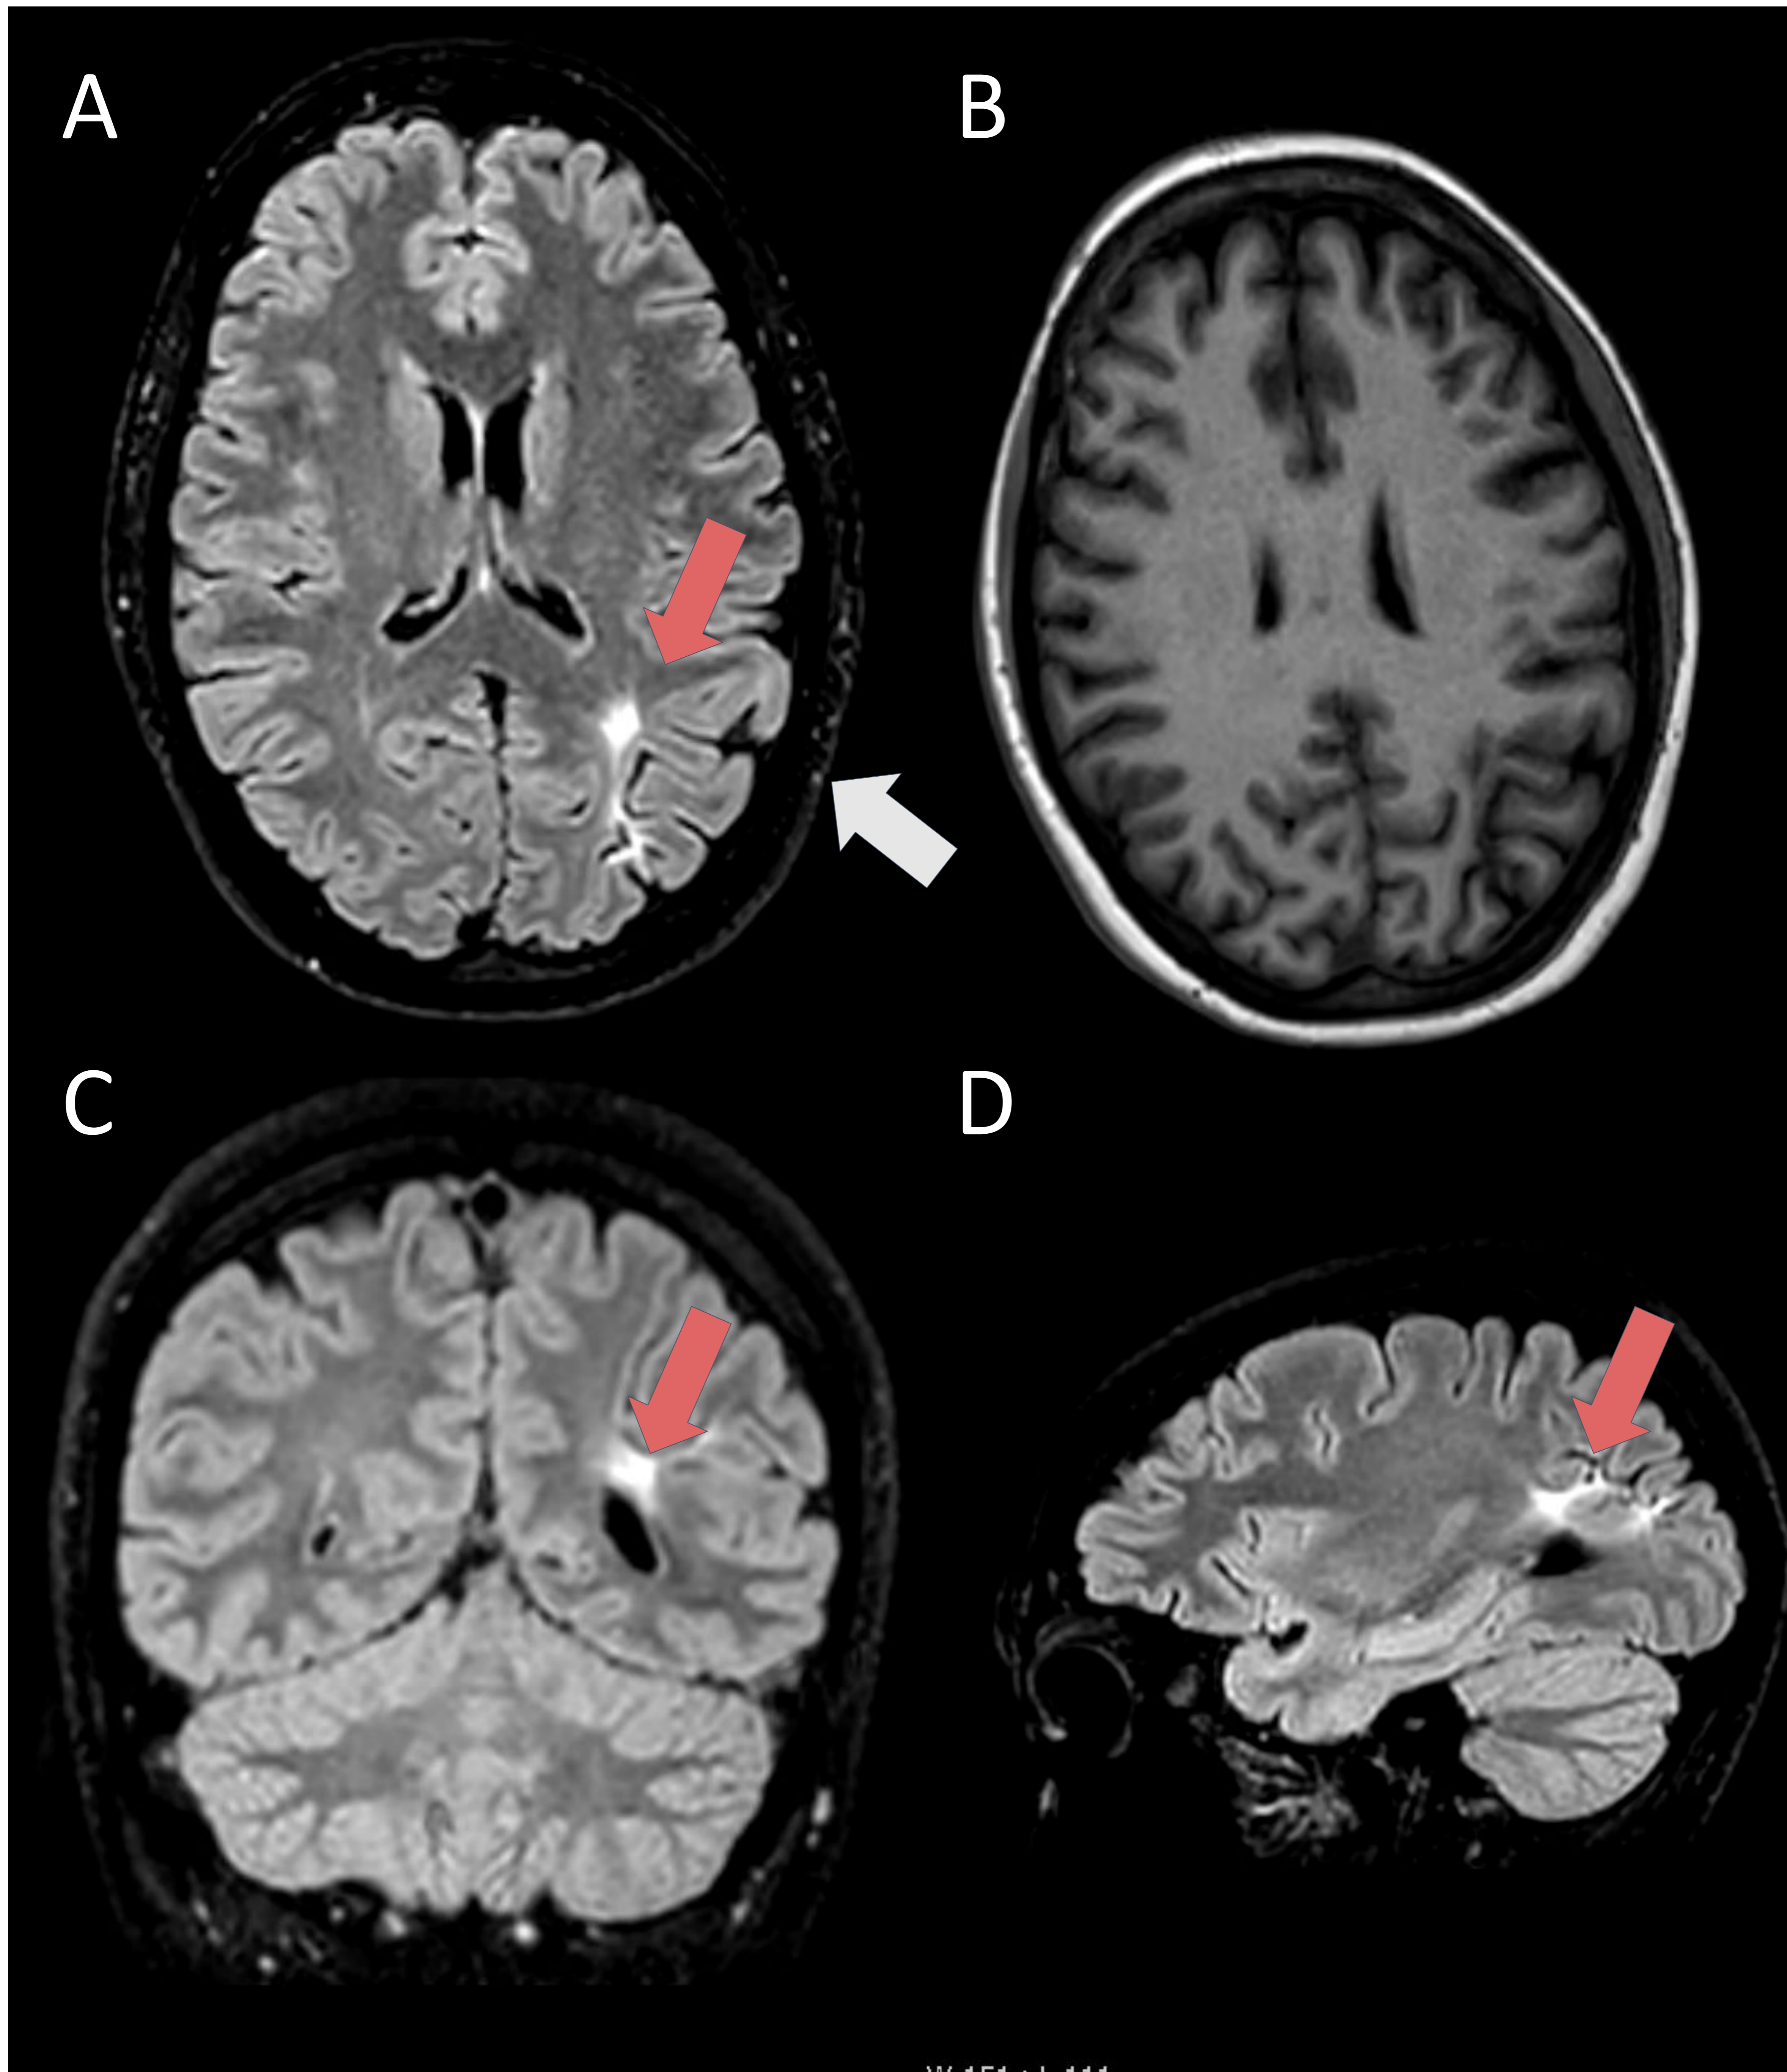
Mujer de 35 años con clínica migrañosa. RM adquisiciones axiales FLAIR (A) y T1 (B) y coronal y sagital FLAIR (C y D). Se observa el signo del transmanto (flecha roja): hiperintensidad subcortical parietal izquierda que se extiende hacia el atrio ventricular. Asocia hipoplasia del giro temporal medial (flecha blanca). Hallazgos compatibles con DCF IIb.
